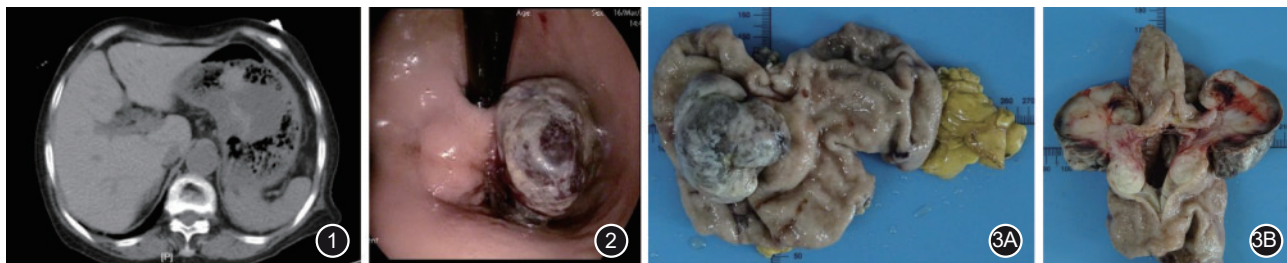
全腹增强CT显示胃充盈尚可,胃贲门及小弯侧壁增厚,见团块影凸向腔内,大小4.6 cm×5.0 cm,黏膜层中断,浆膜层毛躁,增强扫描不均匀明显强化 图2 胃镜检查所见 胃底延伸至贲门见一巨大肿物,顶端破溃,肿瘤搏动明显,表面有渗血 图3 术后肿瘤大体标本 3A.胃小弯侧近胃前壁见一隆起型肿物,表面灰褐色;肿物切面大部分呈灰白色、实性、质韧、略有光泽,局部出血、坏死和囊性变;3B.紧邻肿物的黏膜下见一灰白色结节,切面实性、质韧
